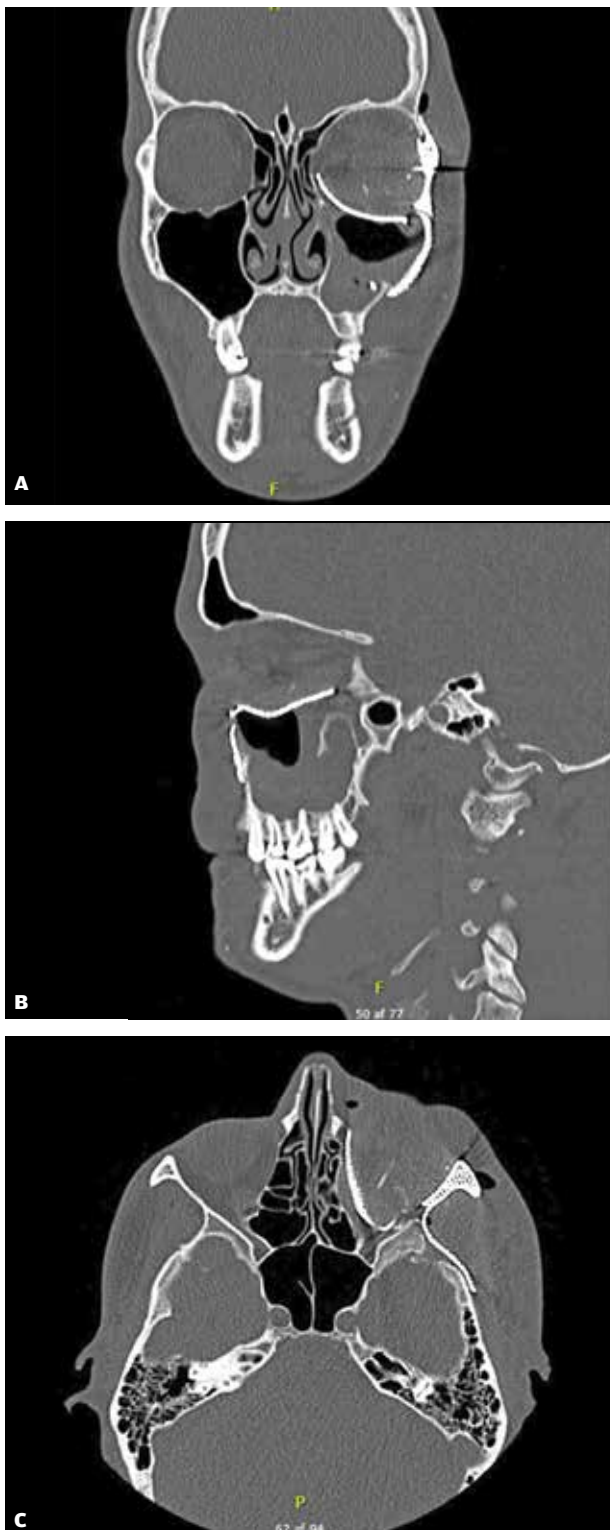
A-C. CT-scanning visende indsatte PSI i 3 projektioner.
